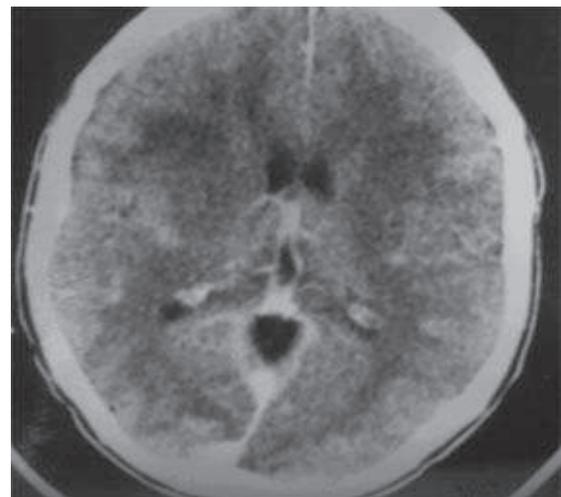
TDM cérébrale : Hypodensité fronto-pariétale bilatérale ne prenant pas le contraste.
